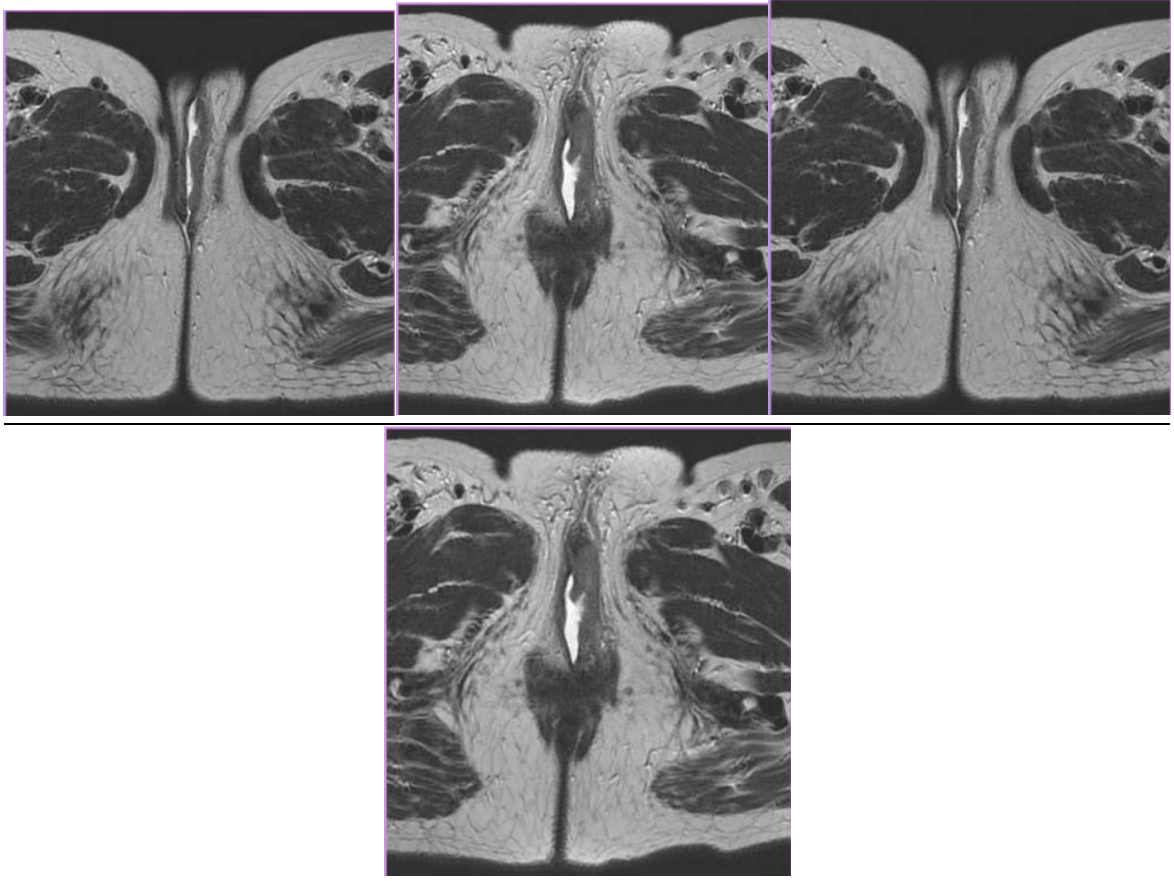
IRM pelvienne T1 avec injection de gadolinium montrant l'extension tumorale jusqu'à la fosse ischio-rectale
